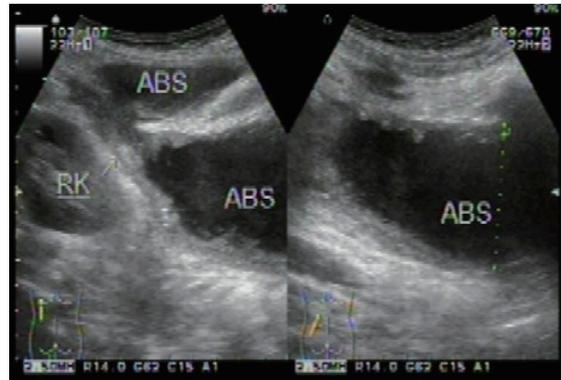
右侧腰大肌巨大脓肿患者的超声图像 (治疗前)
